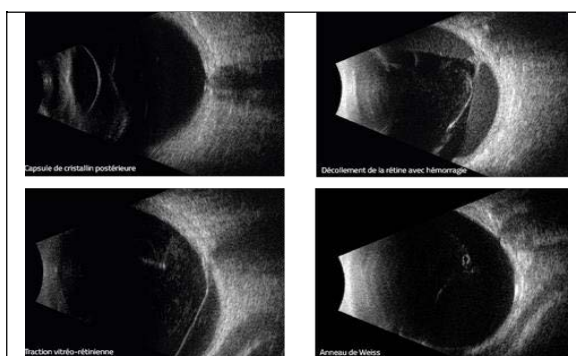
cliché de l'échographie de l'œil
